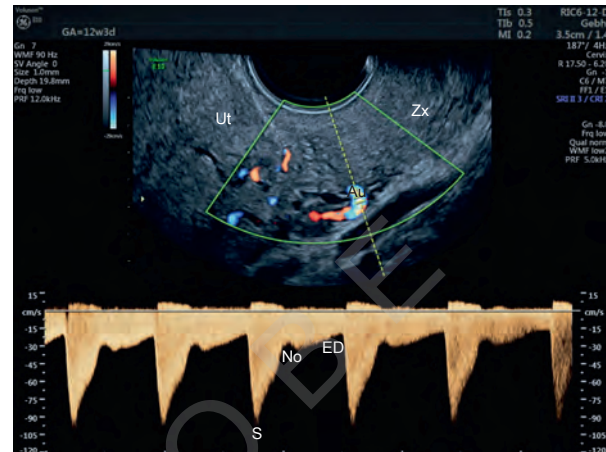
PW-Doppler der A. uterina, 12 + 3 SSW. Au = A. uterina, ED = Enddiastole, No = Notch, S = Systole, Ut = Uterus, Zx = Zervix.
